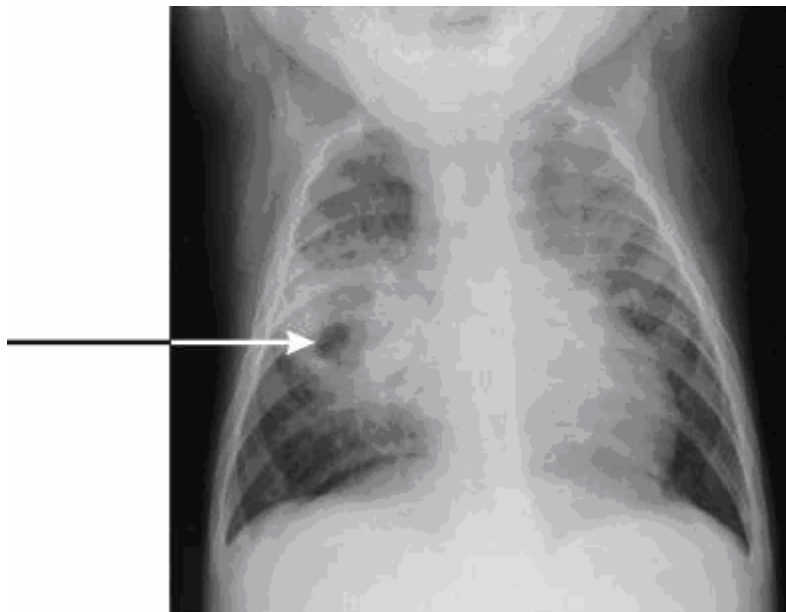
Полость в средней доле справа приводит к распространению туберкулеза на другие части легкого, что дает рентгенологическую картину бронхопневмонии.
